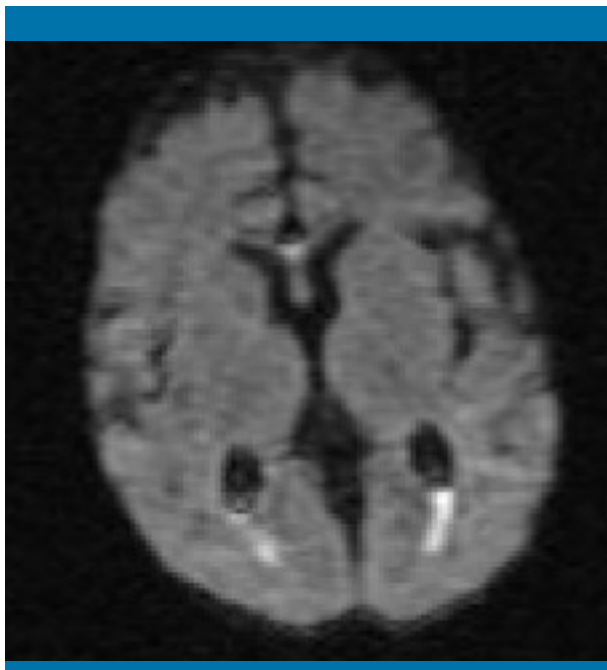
Resonancia magnética cerebral potenciada en difusión, que revela lesiones intraventriculares hiperintensas bilaterales compatibles con pus y detritos (ventriculitis)
